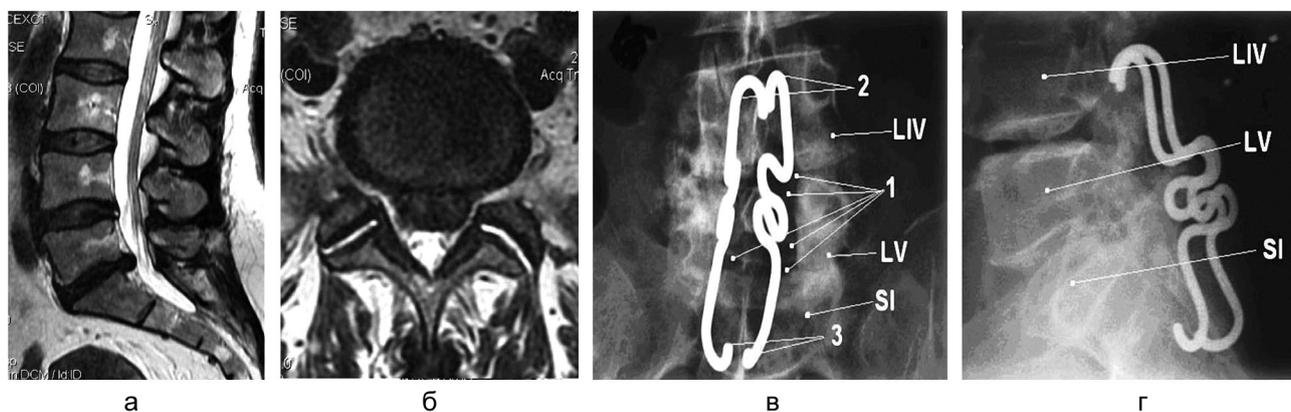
МРТ-исследование пояснично-крестцового отдела позвоночника больного Т., 45 лет, в сагиттальной (а) и аксиальной (б) проекциях. Частично секвестрированная грыжа диска L5-S1 (пролапс 9 мм) с каудальным смещением секвестра до замыкательной пластинки S1-позвонка. Артроз межпозвонковых суставов на этом уровне, приводящий к стенозу межпозвонкового отверстия. Ретролистез L5-позвонка; в, г – рентгенограммы после операции. Расположение двух нитиноловых стяжек, фиксированных за дужки L4 и S1-позвонков, адекватное. Верхние крючки фиксированы за дужку L4 (2), нижние проведены через дополнительные отверстия в задней костной пластинке крестца (3)
